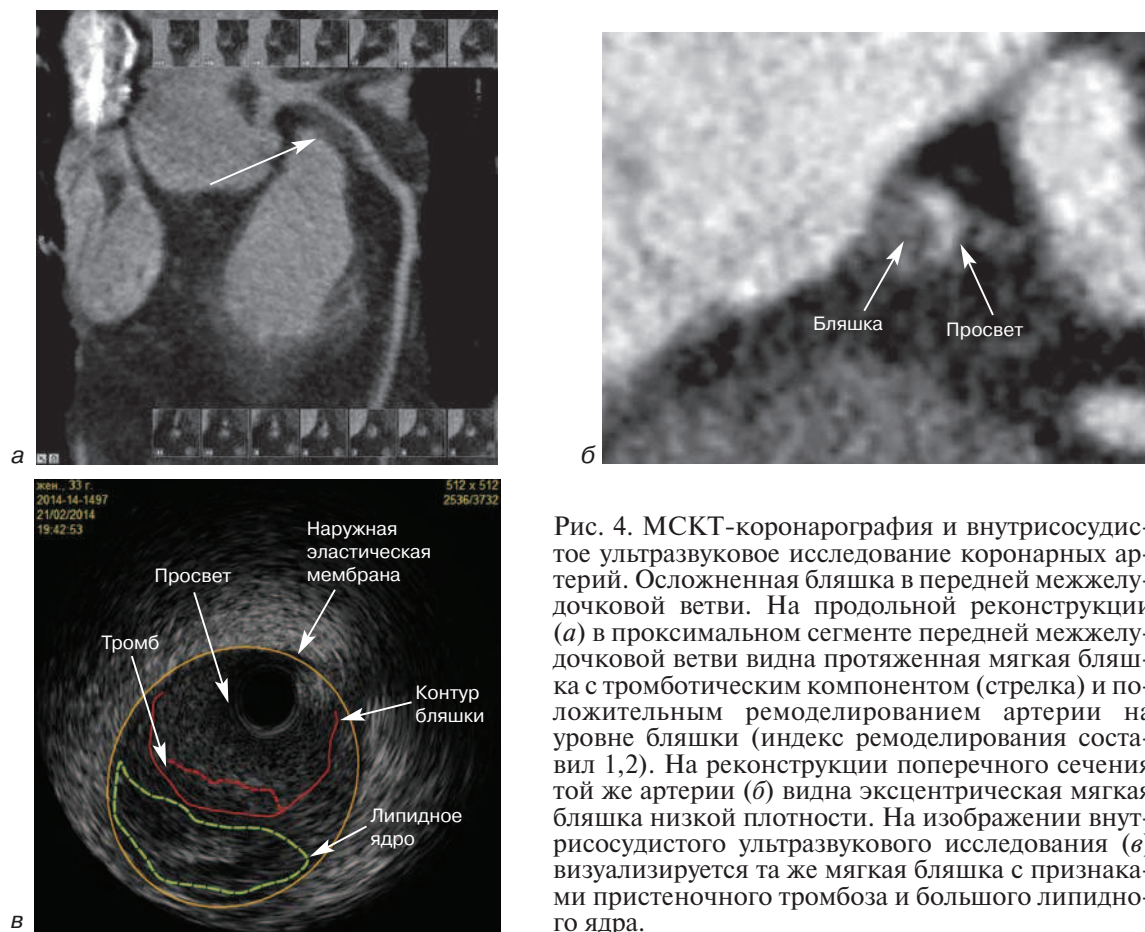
МСКТ-коронарография и внутрисосудистое ультразвуковое исследование коронарных артерий. Осложненная бляшка в передней межжелудочковой ветви. На продольной реконструкции (а) в проксимальном сегменте передней межжелудочковой ветви видна протяженная мягкая бляшка с тромботическим компонентом (стрелка) и положительным ремоделированием артерии на уровне бляшки (индекс ремоделирования составил 1,2). На реконструкции поперечного сечения той же артерии (б) видна эксцентрическая мягкая бляшка низкой плотности. На изображении внутрисосудистого ультразвукового исследования (в) визуализируется та же мягкая бляшка с признаками пристеночного тромбоза и большого липидного ядра.
